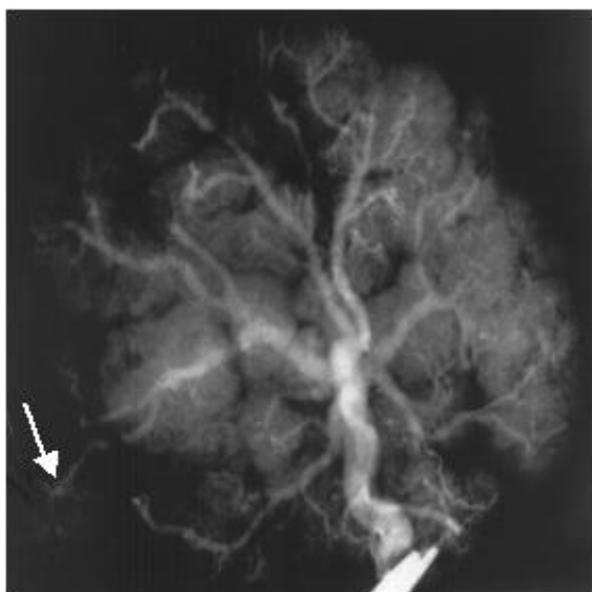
Рентгеновазограмма венозного русла плаценты у женщины с острой герпетической инфекцией в I триместре беременности. Индикация антигенов ВПГ и парагриппа.
